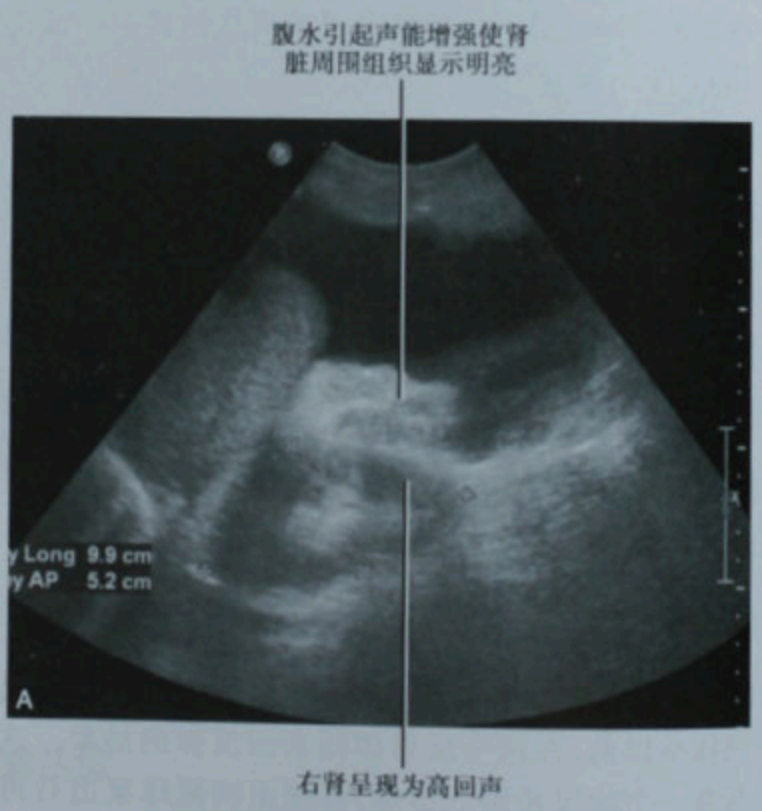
同次超声检查的两幅图像,使用腹水作为声窗观察右侧肾脏的图像(A)
